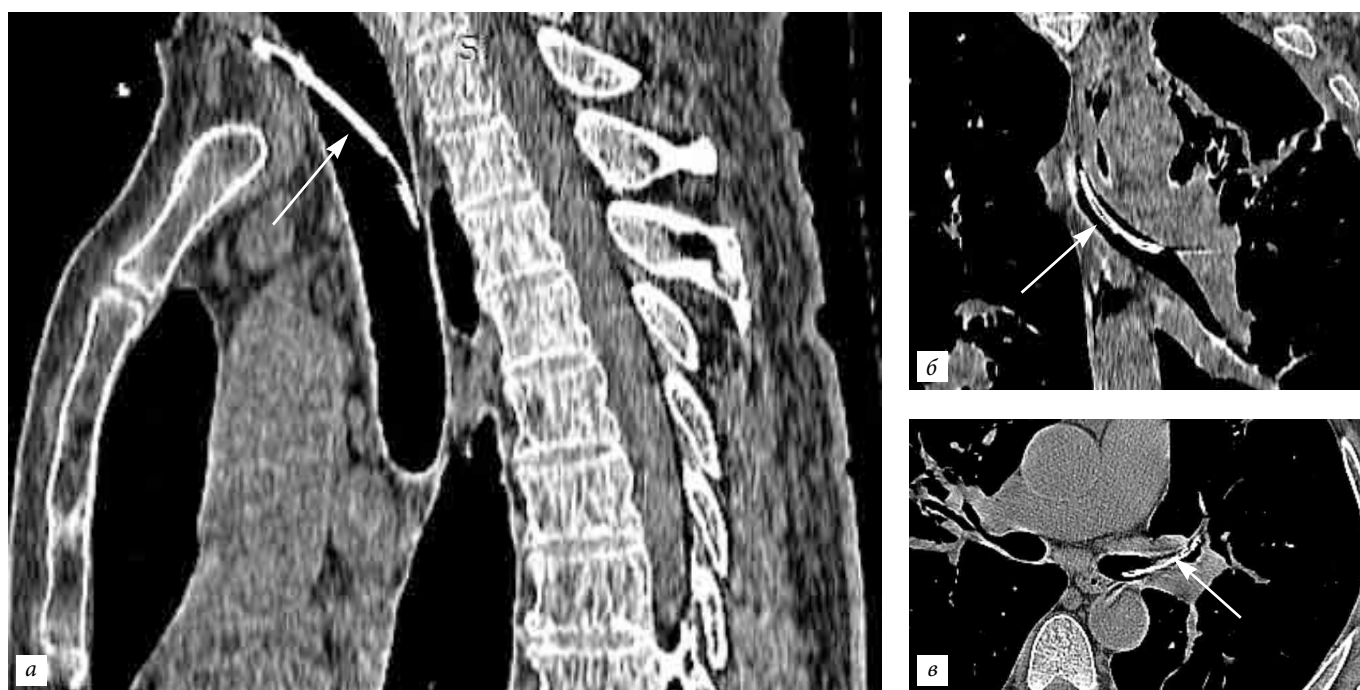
Компьютерная томография органов грудной полости от 15.01.2018 г.: мягкотканый режим, стрелкой показано положение катетера в трахеобронхиальном дереве — на следующие сутки после катетеризации абсцесса легкого.
